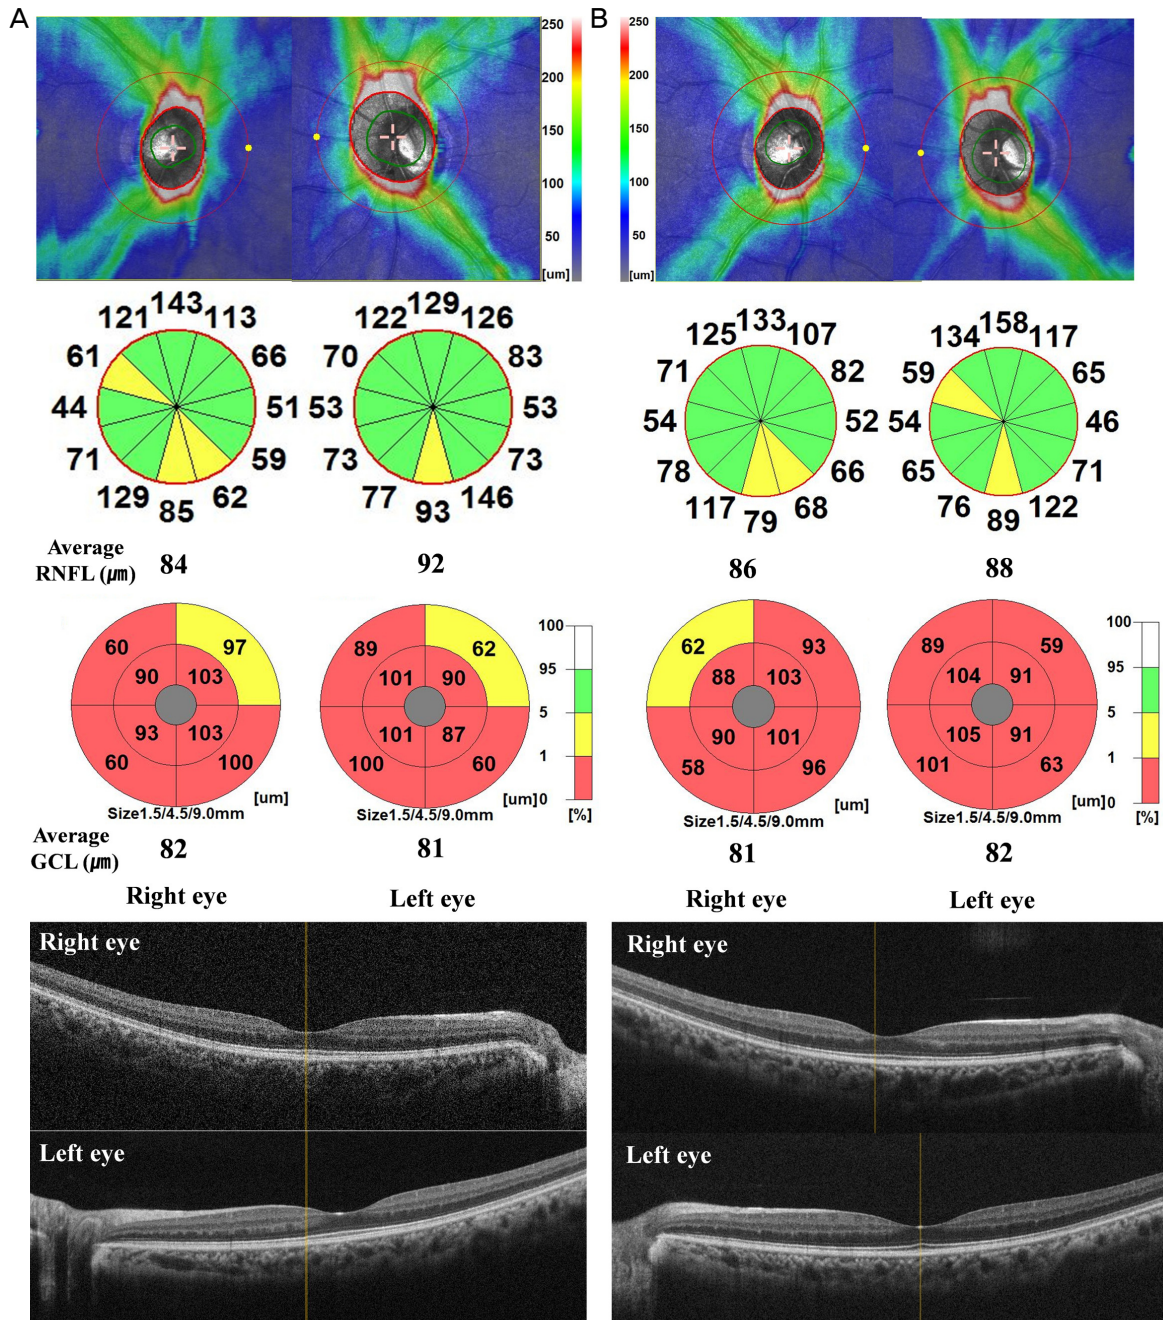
The changes of optical coherence tomography findings. (A) Two days after the seizure attack. Mild retinal nerve fiber layer (RNFL) thinning was detected (above). However, ganglion cell layer (GCL) thinning was distinct (below). (B) Six months after the seizure attack. RNFL and GCL thickness was sustained.
